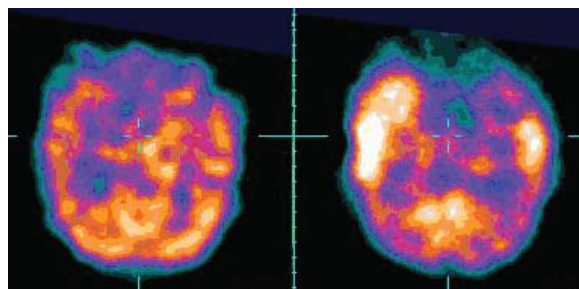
На ОФЭКТ головного мозга выявляется область гипоперфузии в межприступный период (а) и гиперперфузии в иктальный период (б) в области правой височной доли у пациента с криптогенной медиобазальной височной эпилепсией.
